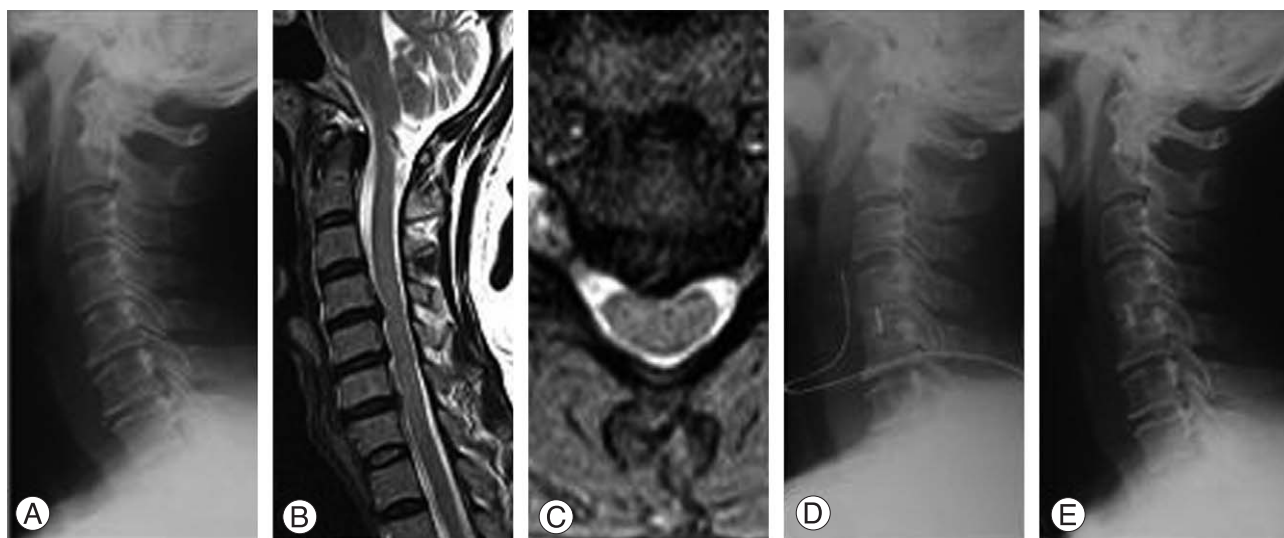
43-years-old female with cervical disc herniation on C4-5. (A) Preoperative lateral roentgenogram. (B), (C) T1 weighted sagittal and axial MRI image show a C4-5 disc herniation. (D) Lateral radiograph, immediately after surgery, show anterior cervical fusion with Solis PEEK cage that packed with cancellous iliac bone. (E) Lateral radiograph, 16 months after surgery, shows the solid union at fused level but disc height is decreased slightly than after surgery.
